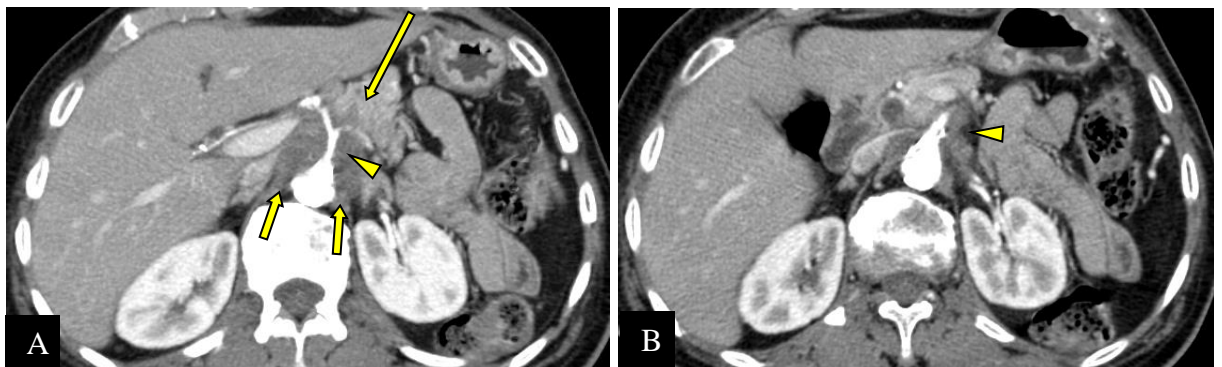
ADCP localement avancé chez une femme de 62 ans. TDM au temps artériel objective une masse pancréatique corporeale (flèche longue) engainant totalement le TC et ses branches de division (tête de flèche A) ainsi que l'AMS (tête de flèche B), arrivant jusqu'à l'aorte (flèche courte A) (CHUC).
